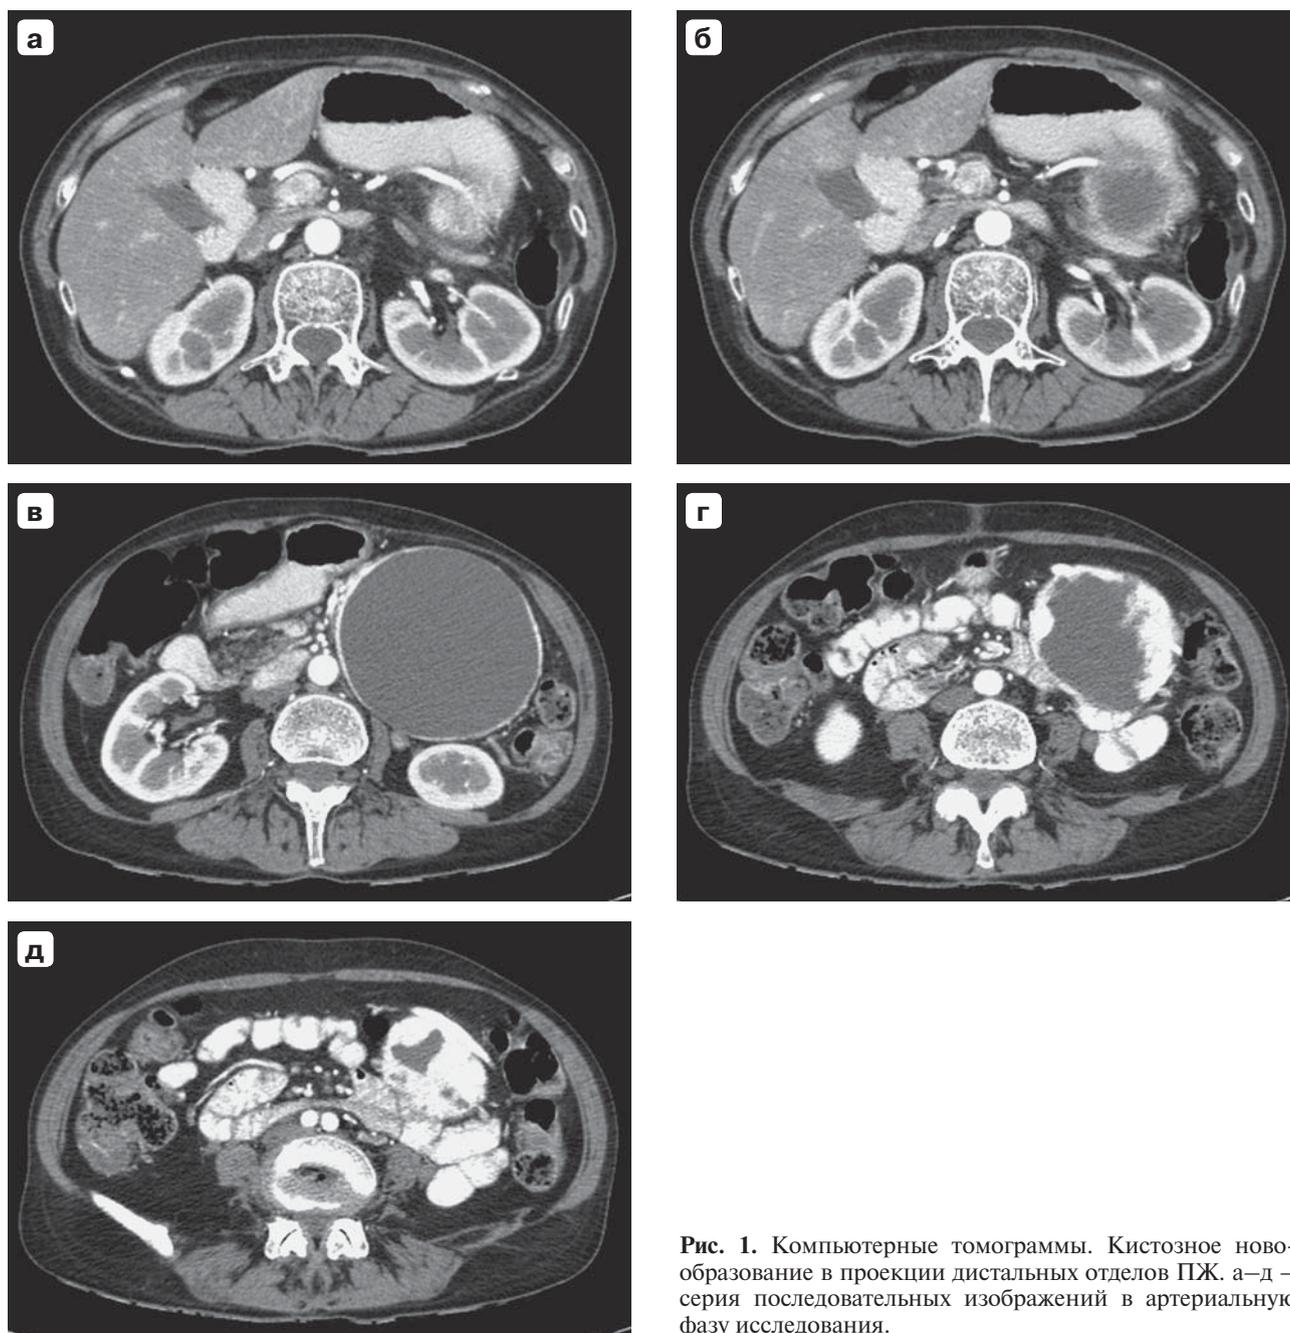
Компьютерные томограммы. Кистозное новообразование в проекции дистальных отделов ПЖ. а–д – серия последовательных изображений в артериальную фазу исследования.
